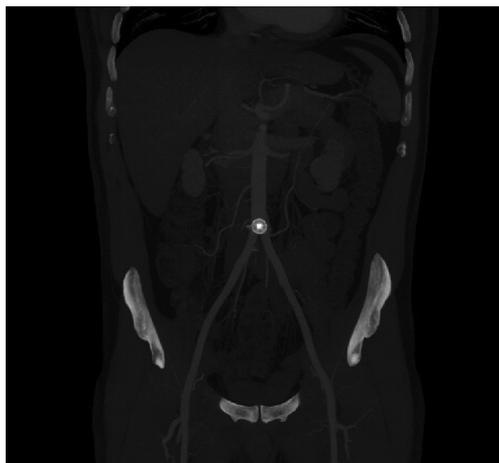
Angiotomografia demonstrando o dispositivo Amplatzer® na bifurcação aórtica.
